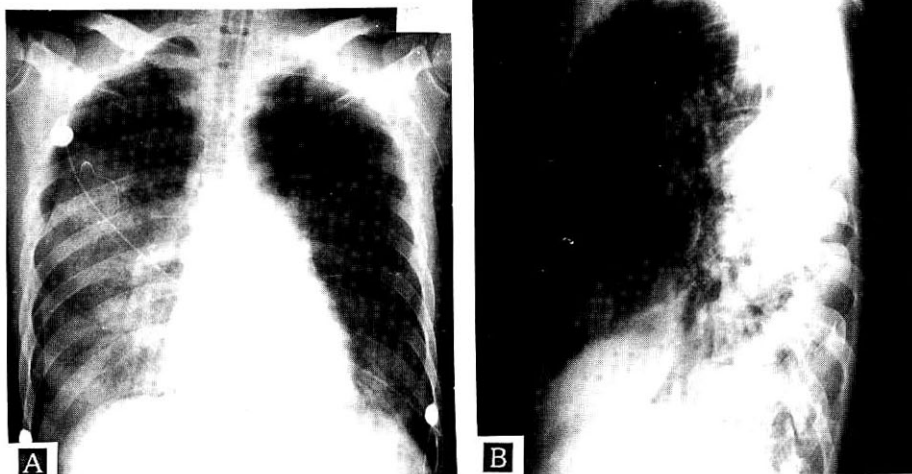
X-ray films of the chest(A : chest PA, B : chest right lateral) taken on the fifth hospital day shows increased haziness of right middle and lower lung.
